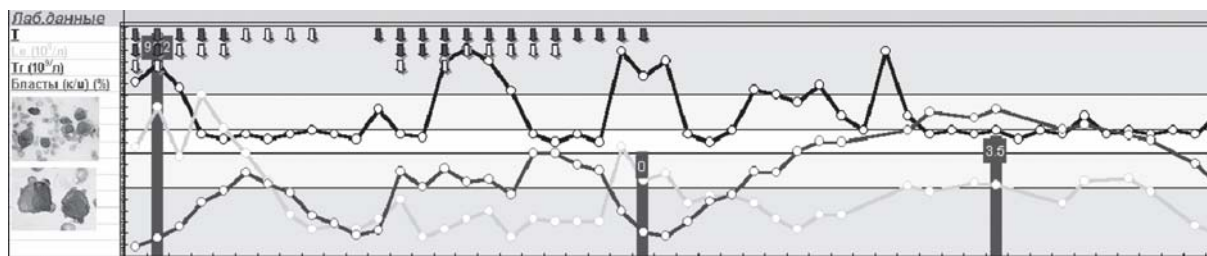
Вывод трансфузий (в виде разноокрашенных стрелок)
